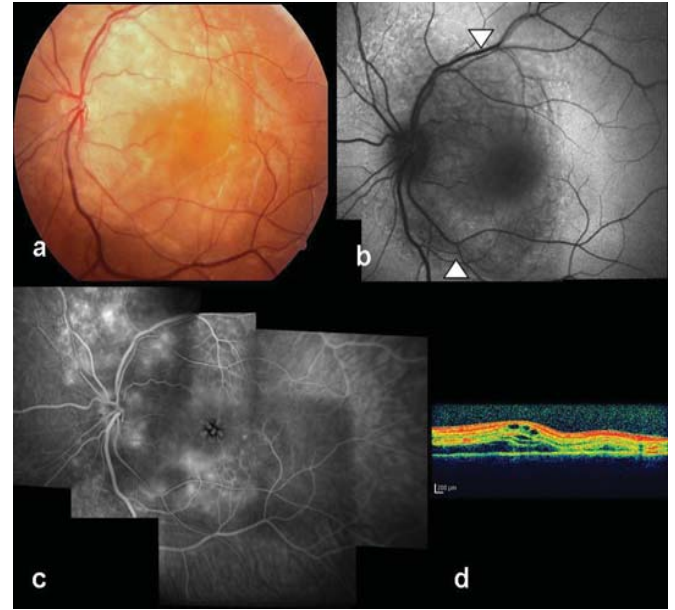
Olgu 1'in sağ göz; (a) renkli fundus resmi (b) seröz dekolman sınırını gösteren otofloresans görüntü (beyaz oklar) (c) floresein anjiyografide arka kutuptaki göllenmeye bağlı geniş hiperfloresans görünüm (d) seröz birikimi gösteren OKT görüntüsü izlenmektedir.
